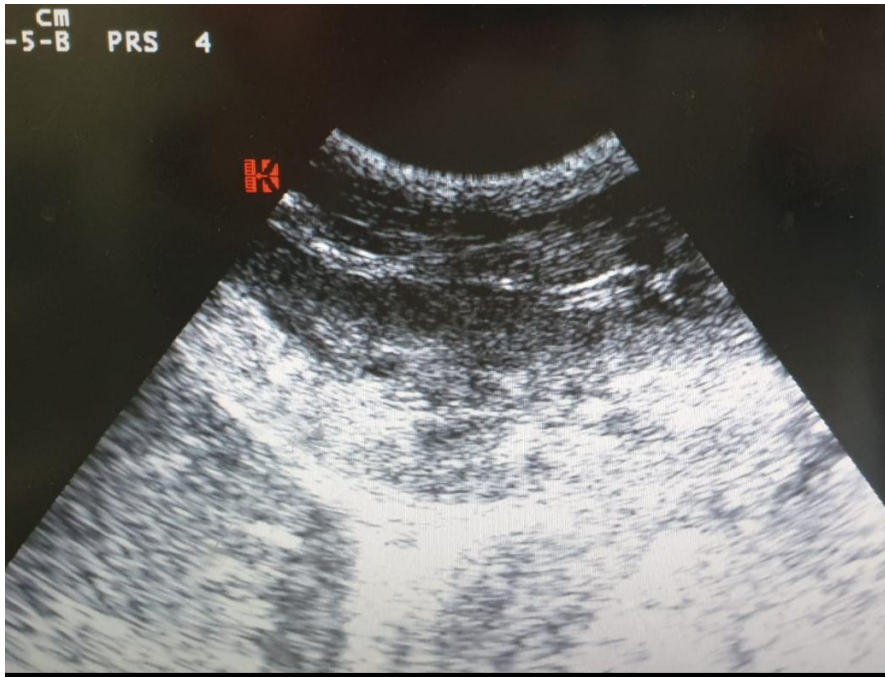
aspect échographie d'une atrophie rénale gauche
